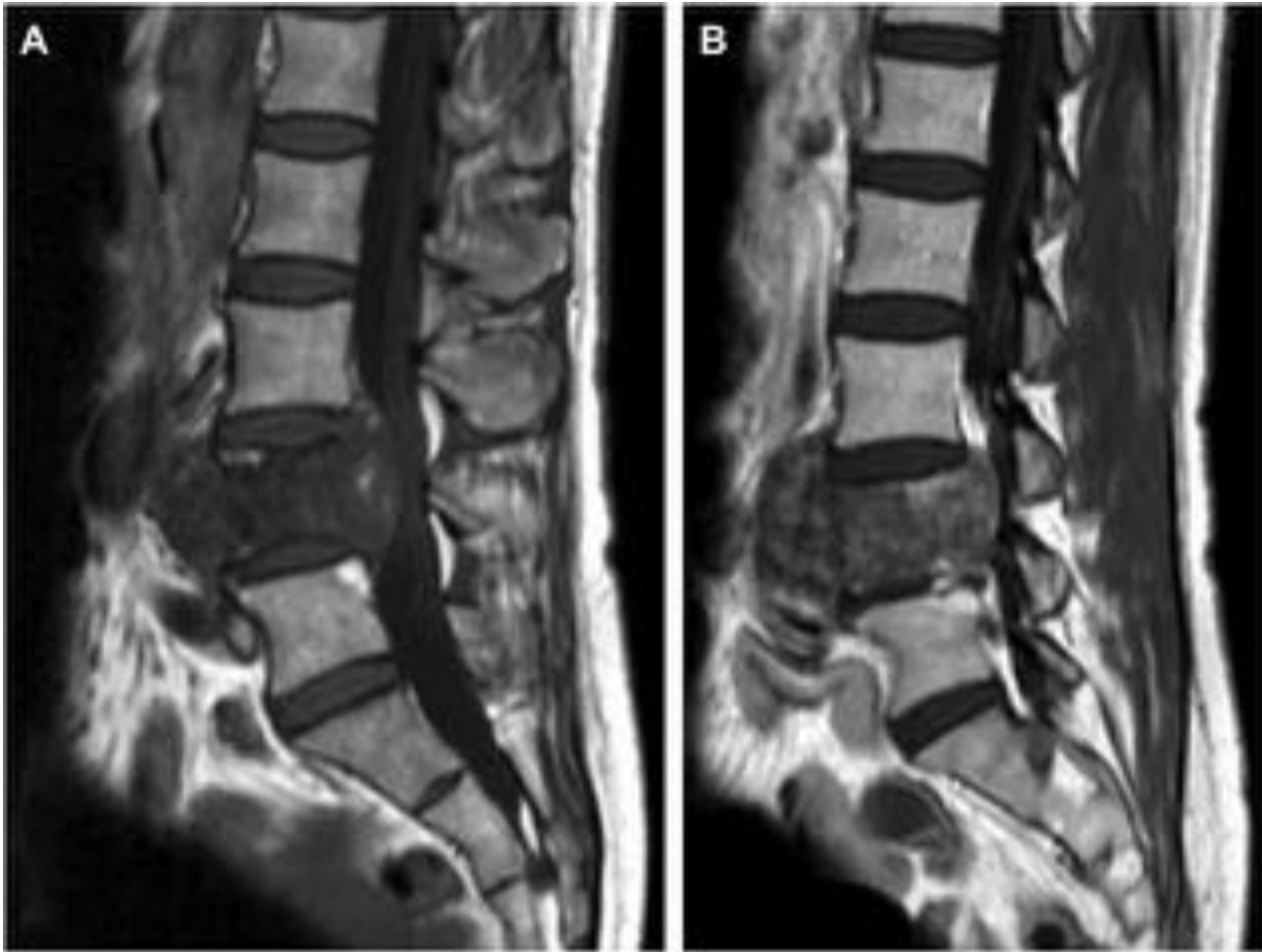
RM. Cortes sagitales en secuencias potenciadas en T1. Masa de baja señal centrada en cuerpo vertebral de L4, con un importante componente de partes blandas anterior y en espacio epidural (A). Presenta realce tras la administración de gadolinio (B).
